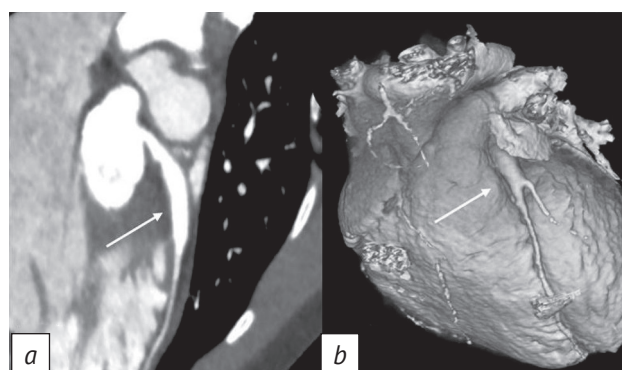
Компьютерная томографическая ангиография, аневризматическое расширение левой коронарной артерии (эктазия) протяженностью 20,7 мм указано стрелками: *a* – мультипланарная реконструкция; *b* – 3D-рендеринг (объемная реконструкция)
